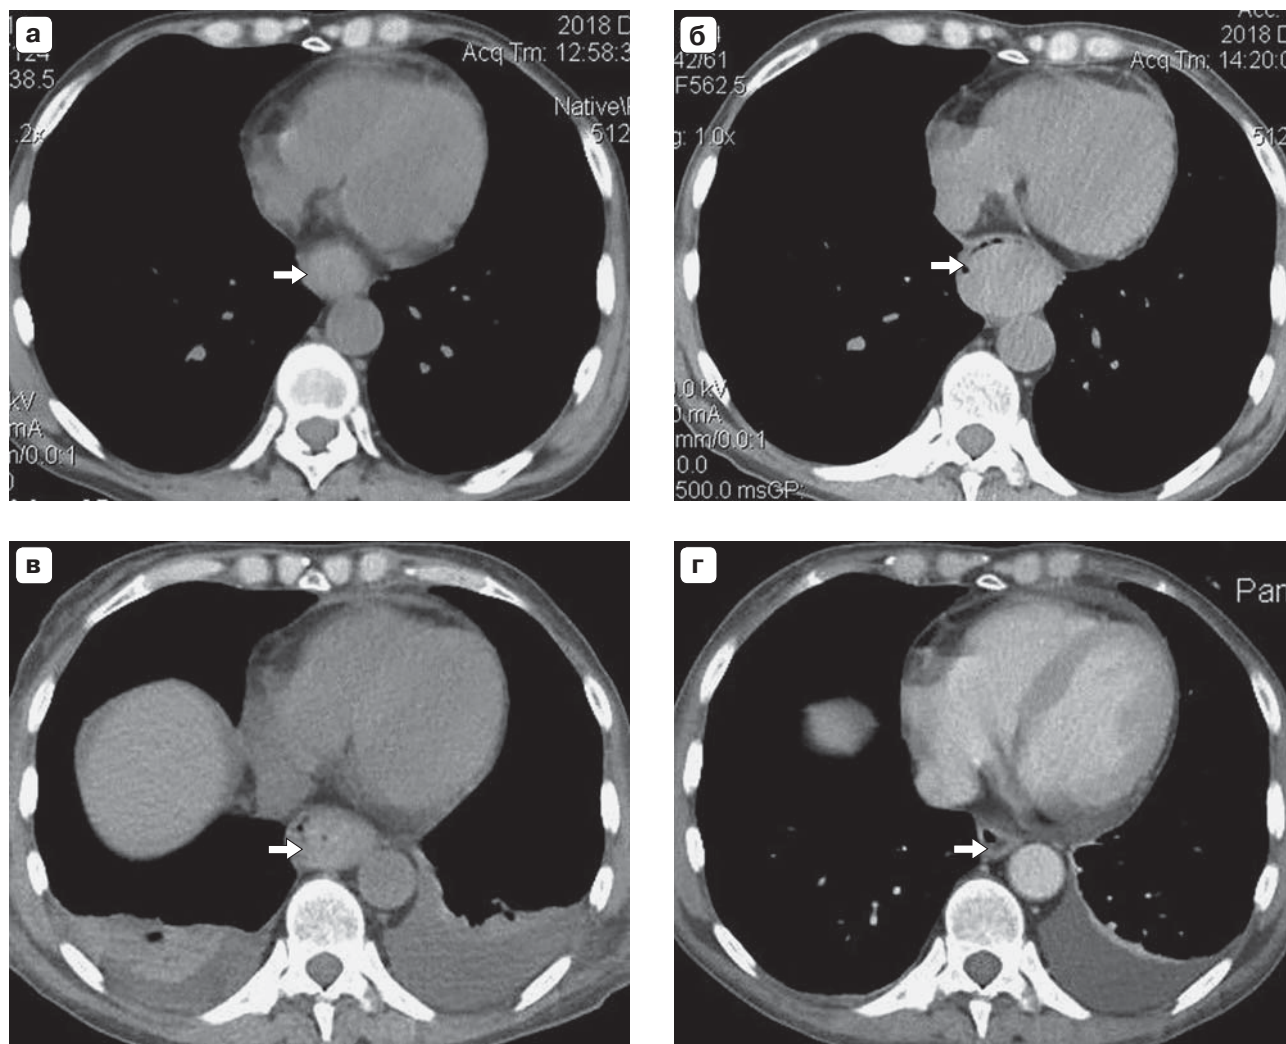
КТ грудной клетки, аксиальные срезы, нативно. а – первичное исследование (1-е сутки от начала заболевания): спонтанная гематома пищевода (стрелка); б – исследование в динамике (2-е сутки от начала заболевания): увеличение объема гематомы (стрелка); в – исследование в динамике (2-е сутки после операции) – без существенной динамики (стрелка); г – 24-е сутки после операции – обратное развитие спонтанной гематомы пищевода (стрелка).
